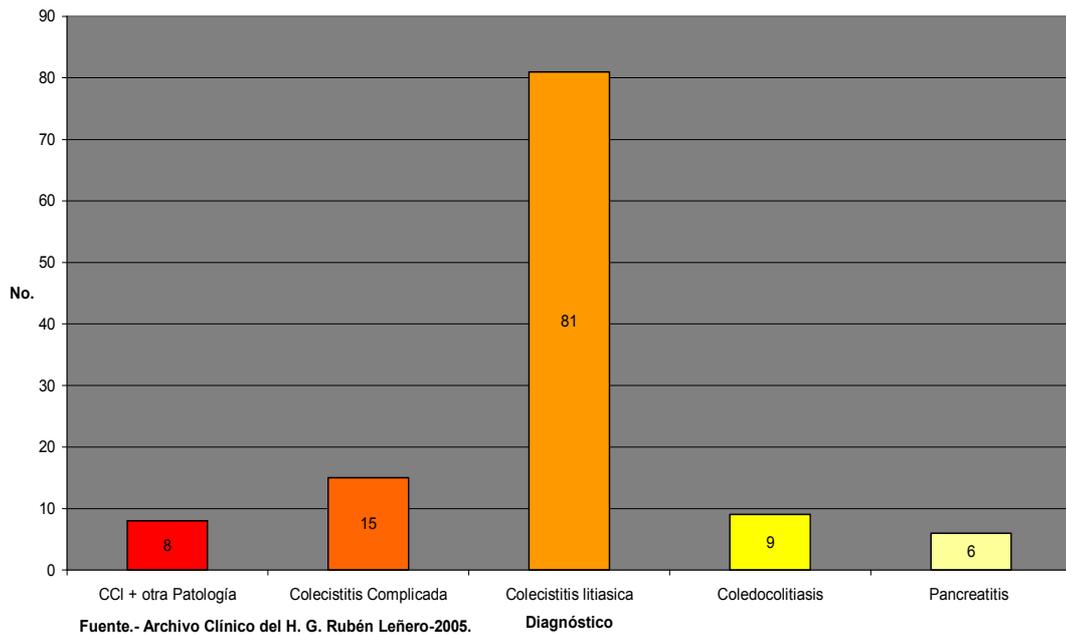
Desglose de Otros diagnosticos por Ultrasonido en Pacientes con manejo de la Patología biliar
